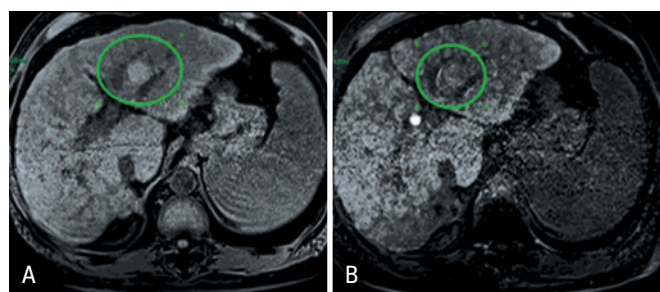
Paciente hepatopata crônico, submetido à ressonância magnética com contraste hepato-específico, que demonstra lesão com características de nódulo displásico no lobo esquerdo. A lesão apresenta hipersinal na fase pré-contraste (A), e iso/hipersinal na fase hepatobiliar tardia (B)
